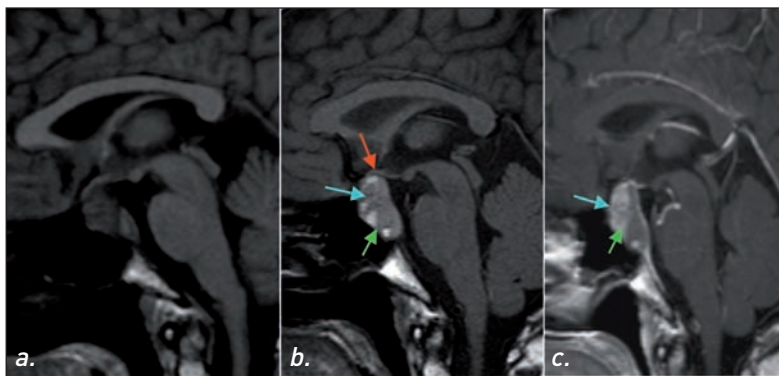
IRM hypophysaire. Coupes sagittales T1. Macroadénome avant traitement et sans injection (a), puis avec injection (b) et après traitement (c). Compression du chiasma (→). Nécrose hémorragique avec niveau hydrique – sang (→). Persistance de tissu antérieur hypophysaire rehaussé après injection (→) (Remerciements au Dr F. Héran).
